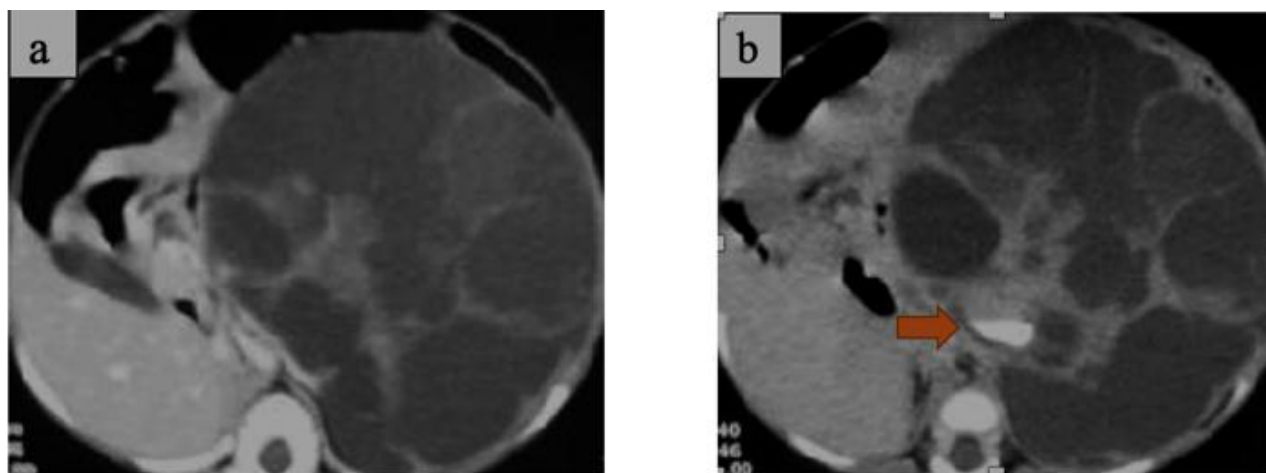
TDM en coupes axiales après injection de PDC (a) et au temps tardif (b). Néphrome mésoblastique congénital gauche. Nourrisson âgé de 06 mois. Masse rénale gauche kystique multi cloisonnée, avec des cloisons épaisses prenant le contraste. Au temps tardif, on met en évidence une excrétion du PDC par la tumeur (→)
